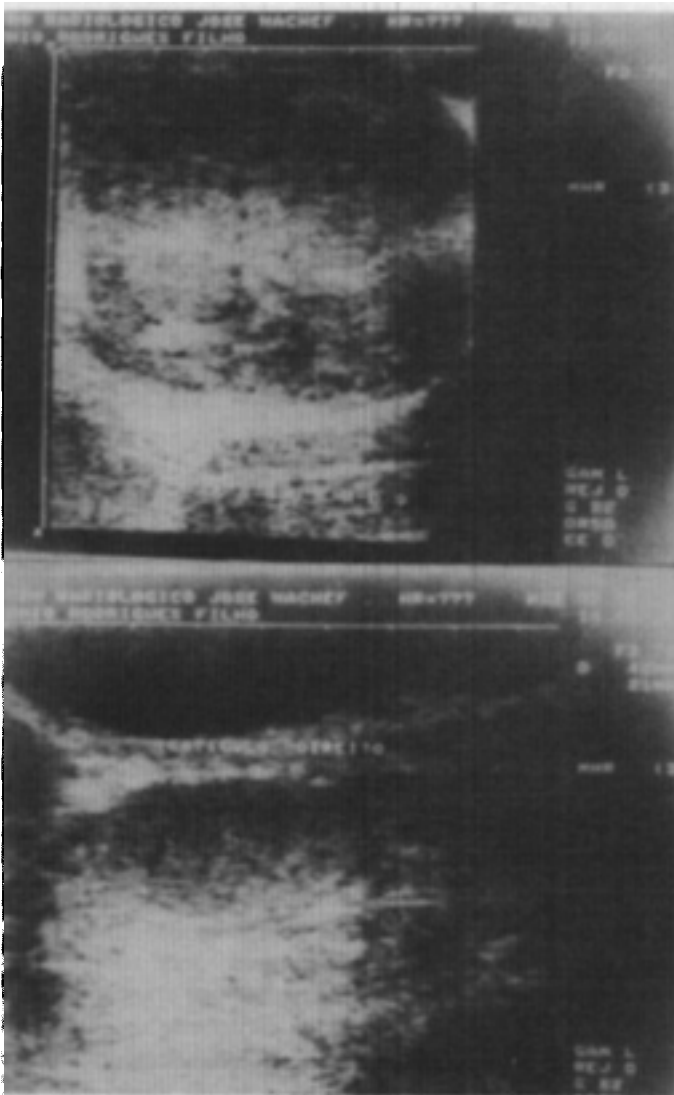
Caso 01: Ultra-sonografia mostrando testículo esquerdo aumentado, medindo 97X64mm, com contornos regulares, formações sólidas noduliformes no parênquima e epididimo não individualizado (em cima). Testículo direito normal (em baixo).
